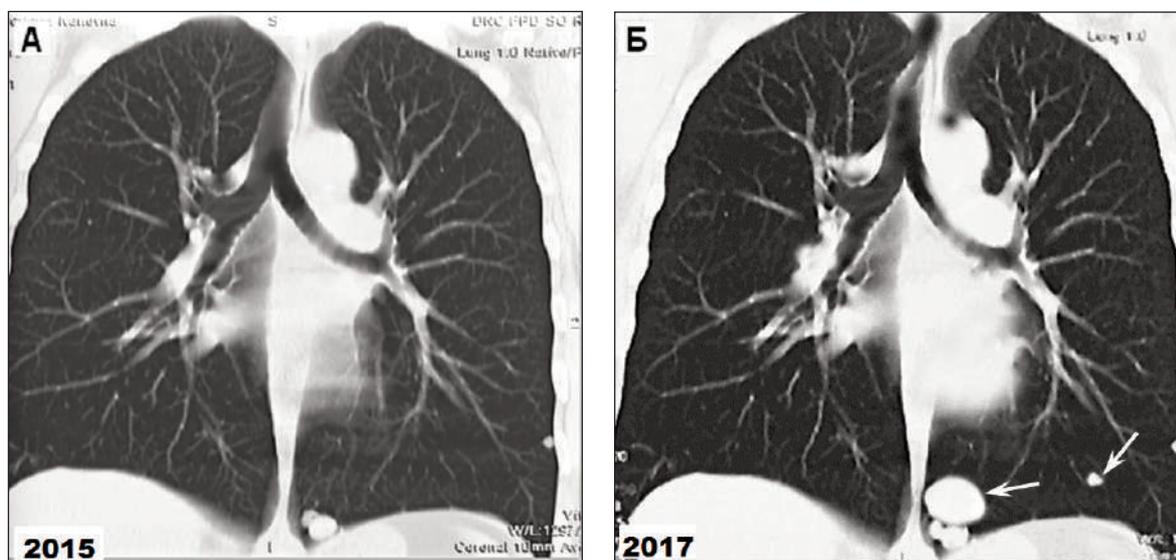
МСКТ во фронтальной плоскости. А – исследование 2015 г. Б – исследование 2017 г.
